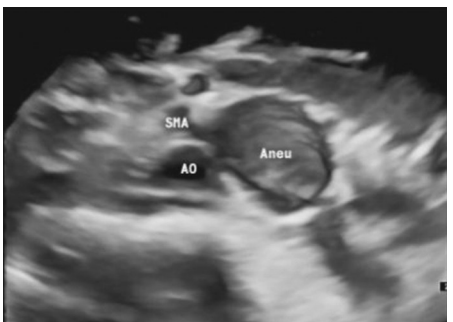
左肾静脉瘤三维超声成像示静脉瘤 (Aneu) 与腹主动脉 (AO)、肠系膜上动脉 (SMA) 的空间关系
